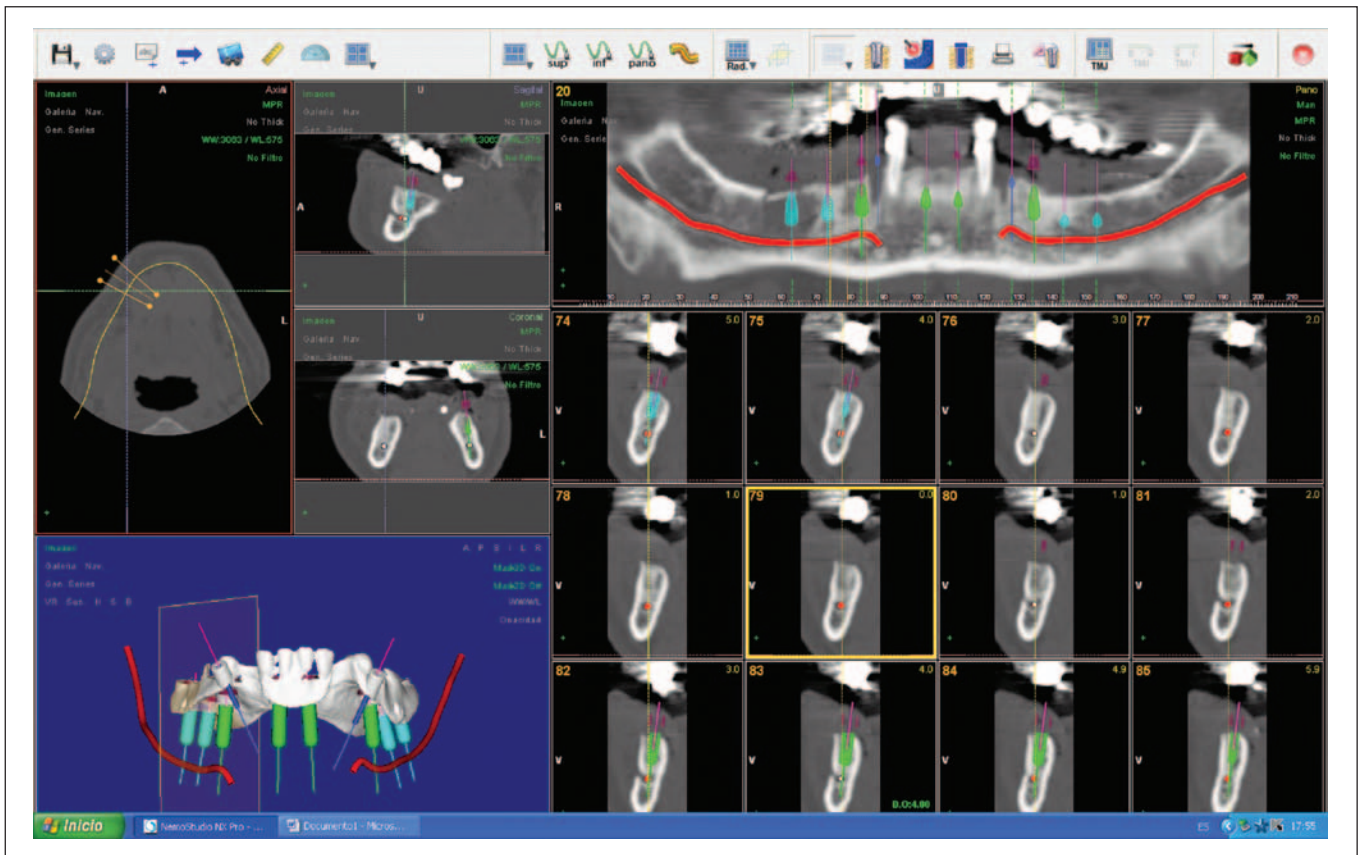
Imágenes tridimensionales de la TC asistida por ordenador.
